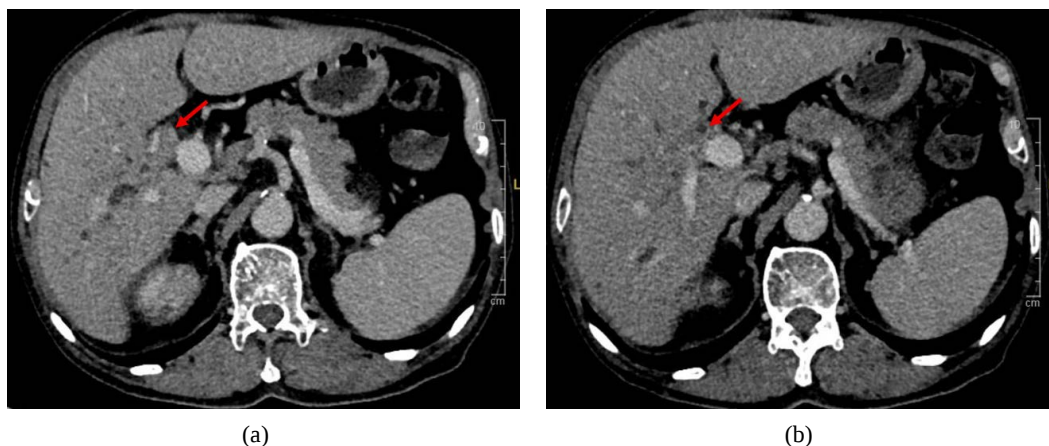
CT examination of the patient revealed lesions in the hilar bile ducts (February 4, 2025). (a) CT revealed a mass in the hilar bile duct (arrow); (b) CT revealed intrahepatic bile duct dilation (arrow)
